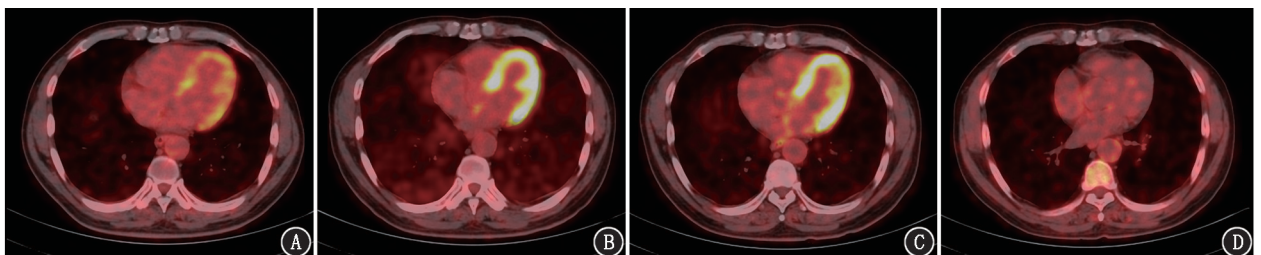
外周 T 细胞淋巴瘤患者(男, 52 岁) <sup>18</sup>F-脱氧葡萄糖(FDG)PET/CT 显像图(左心室最大层面轴位 PET/CT 图)。患者化疗 4 周期后达完全代谢缓解, 因肺部感染未继续治疗。A. 化疗 2 周期后显像示左室壁放射性摄取轻度增高; B. 化疗 4 周期后显像示左室壁弥漫性放射性摄取增高, 患者出现不完全右束支传导阻滞, 实验室检查(心肌损伤+心肌酶学)指标及超声心动图均正常; C. 治疗后 6 个月, 第 1 次随访显像示左室壁弥漫性放射性摄取较化疗 4 周期略减低; D. 治疗后 15 个月, 第 2 次随访显像示左室壁未见异常放射性摄取增高
